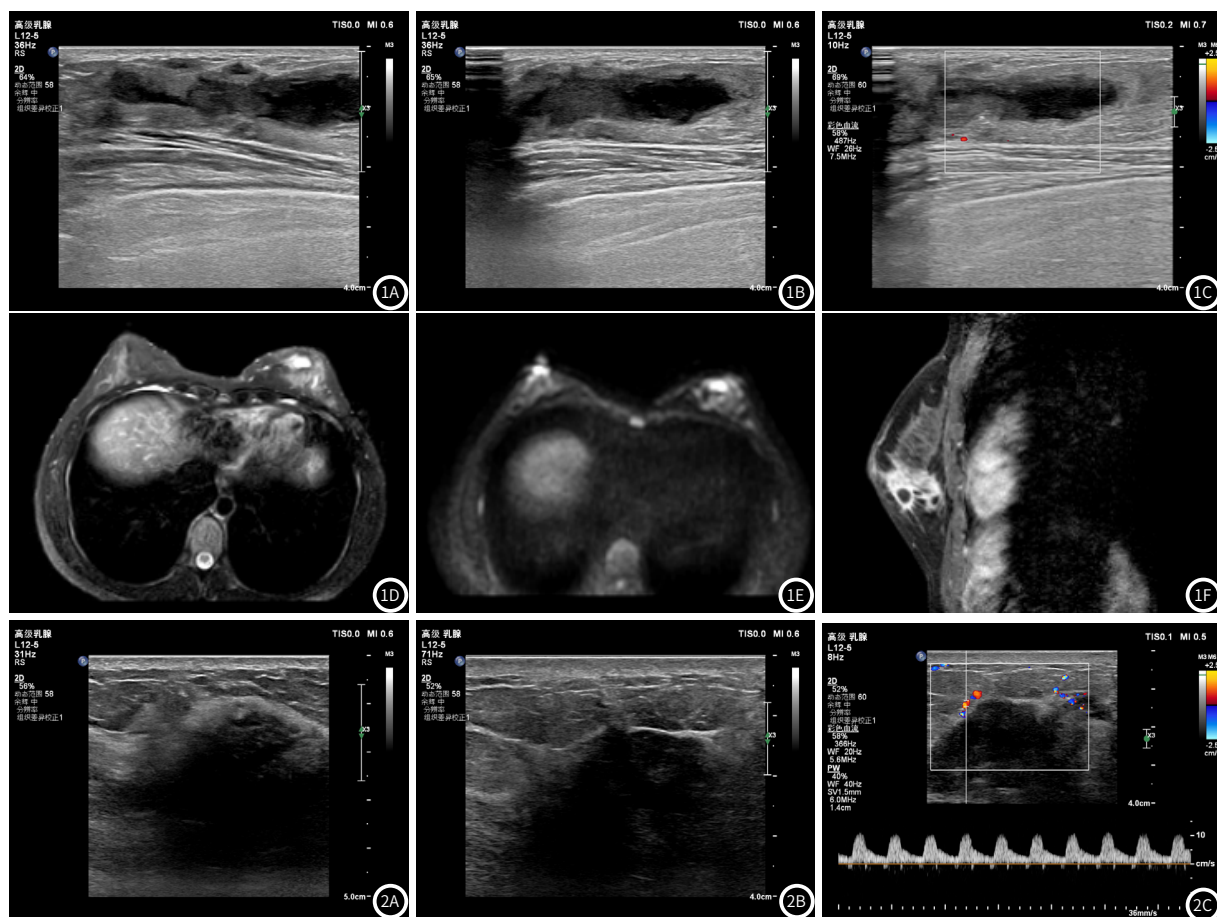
浆细胞性乳腺炎超声和MRI图片。超声表现:图1A示病灶形态不规则,病灶呈阶段性分布,相邻病灶间可见扩张的导管,图1B示导管周围腺体组织坏死、液化,侵及脂肪层,回声减低,与周围组织分界不清,图1C示病灶内部未见血流信号。MRI表现:乳头凹陷,乳晕后下方病灶形态不规则,图1D示 T_2WI 压脂序列病灶呈高信号及稍高信号,图1E示 DWI 序列病灶呈局部高信号,图1F示病灶不均匀强化,其内可见数个囊状无回声区。图2 为乳腺导管内癌超声和MRI图片。超声表现:图2A示病灶呈低回声,内部回声不均匀,形态不规则,边界模糊不清,病灶边缘回声增高,图2B示病灶边缘可见小毛刺,后方回声有衰减,图2C示病灶周边可见血流信号。MRI表现:乳头凹陷,乳晕处皮肤增厚,乳晕内后方不规则状异常信号,图2D示 T_2WI 压脂序列病灶呈高信号,图2E示 DWI 序列病灶呈不均高信号,图2F示病灶明显强化。
